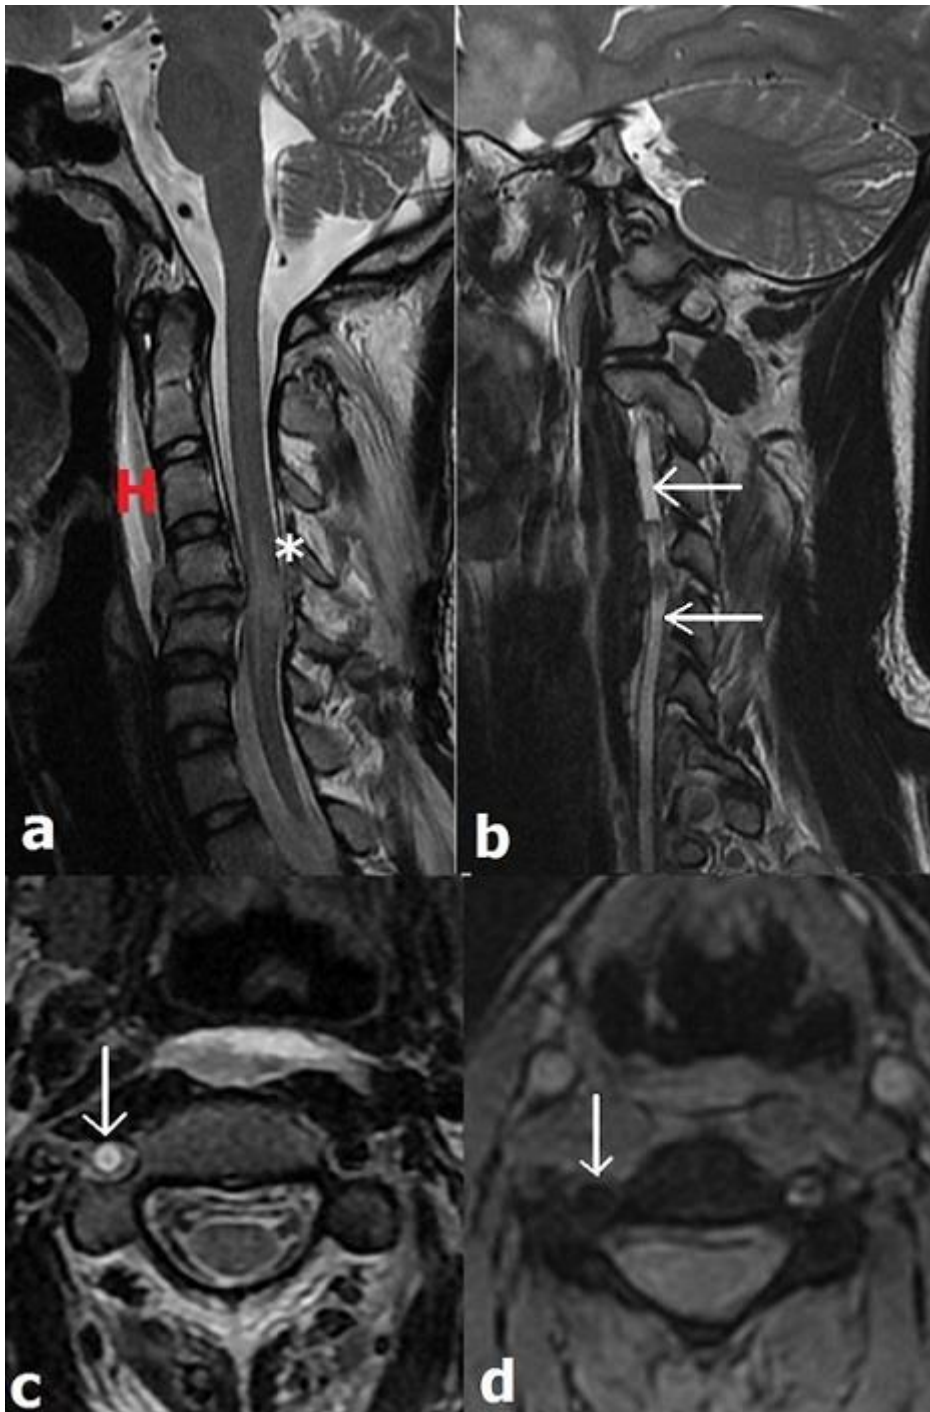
IRM cervicale en coupe sagittale T2 (a) montrant une contusion œdémateuse médullaire à la hauteur de C4-C5, associée à un hématome prévertébral (tête de flèche rouge) avec rupture du ligament longitudinal antérieur (tête de flèche blanche). Les autres coupes T2 (b, c), et T2+ révèlent une thrombose de l'artère vertébrale (AV) droite (flèches). L'occlusion atteint le segment V3. Les séquences intracrâniennes n'ont pas montré de lésion ischémique récente
